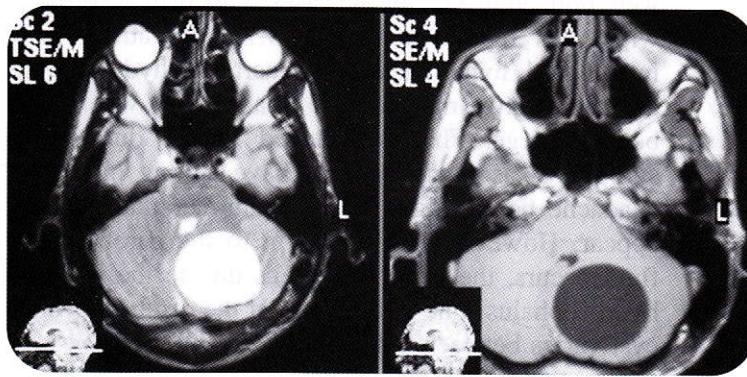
Axial T1-weighted (right) and T2-weighted (left) MR images of the same patient showing single hydatid cyst in the left lobe of the cerebellum. Note the displacement of the fourth ventricle.
